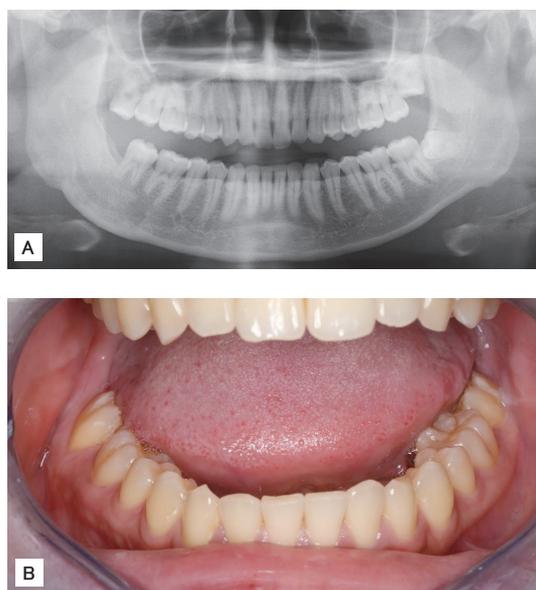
経過観察から10年後のパノラマX線写真と口腔内写真
